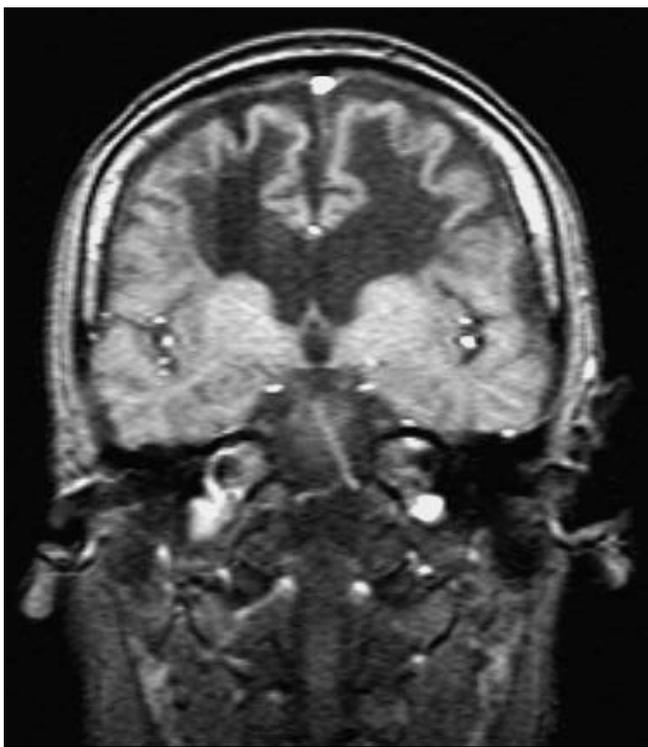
Resonancia magnética secuencia T1: extensa hipodensidad de la sustancia blanca bilateral con áreas de degeneración quística asociadas.
